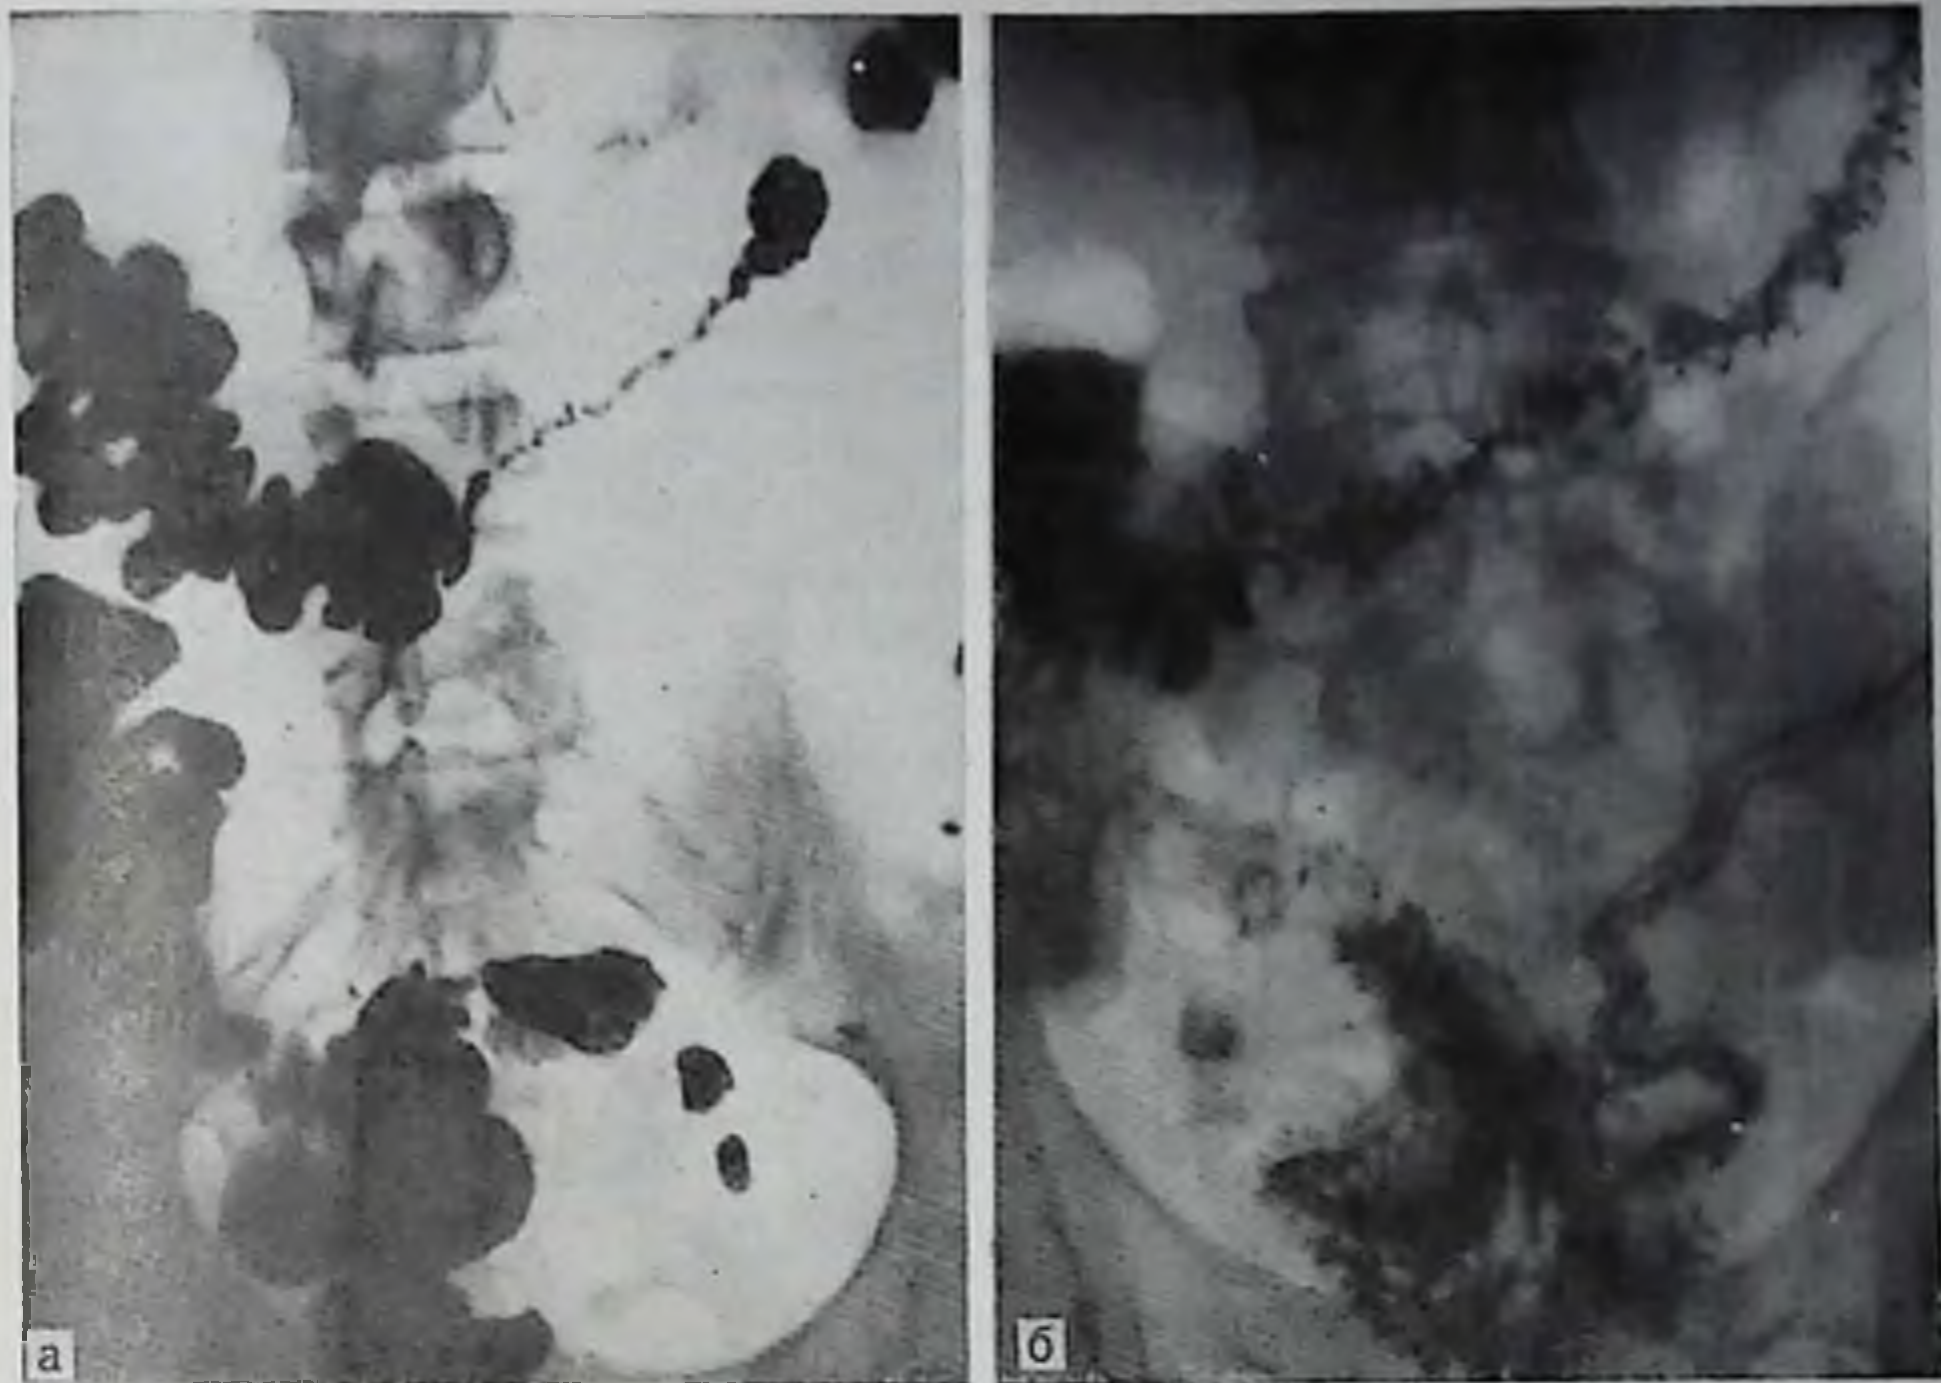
Рентгенограмма толстой кишки через 48 ч после приема взвеси бария внутрь (а). Колостаз. Илеостаз. Часть поперечной ободочной, нисходящая и сигмовидная кишки спастически сокращены. При ретроградном контрастировании кишки после приема аэрона (б) тонус ее нормализовался. Хорошо виден неизменный рельеф.
